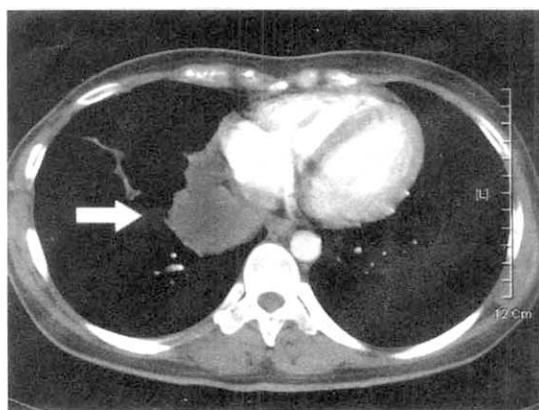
Chest CT scan(at 4months after chemotherapy): Local recurrence of a right posterior medial diaphragmatic mass ($5.5 \times 5 \times 4$ cm)can be seen.
